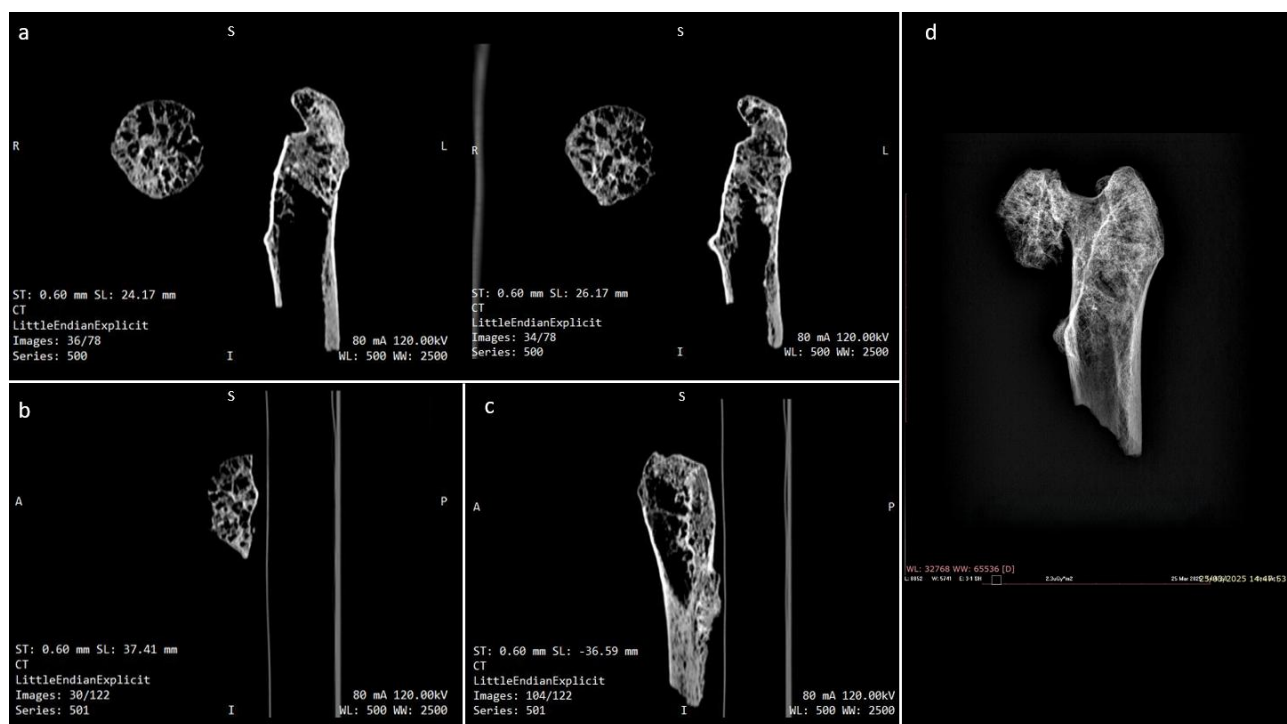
Tomografia Computerizzata (TC) ed immagine radiografica del femore di Baucina con osteonecrosi. a: TC del femore prossimale e della testa femorale, norma sagittale anteriore; b: TC in norma coronale della testa; c: TC in norma coronale del femore; d: RX del femore e della testa, norma anteriore.
